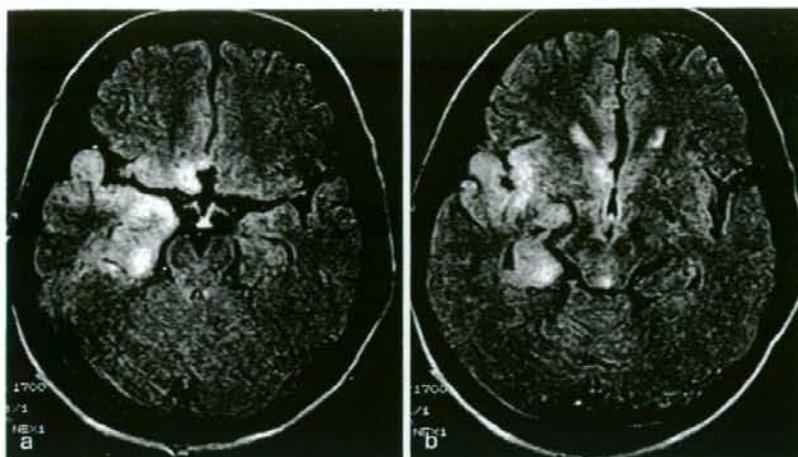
単純ヘルペス脳炎のMRI FLAIR像
